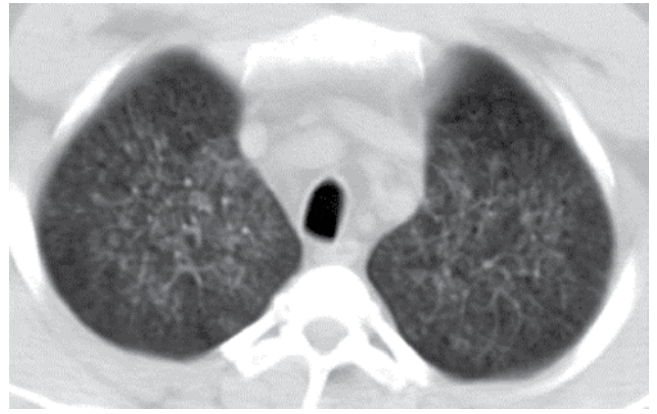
Скан КТ органов грудной клетки пациента К. Двухсторонние участки уплотнения легочной ткани в верхних долях обеих легких по типу «матового стекла»
